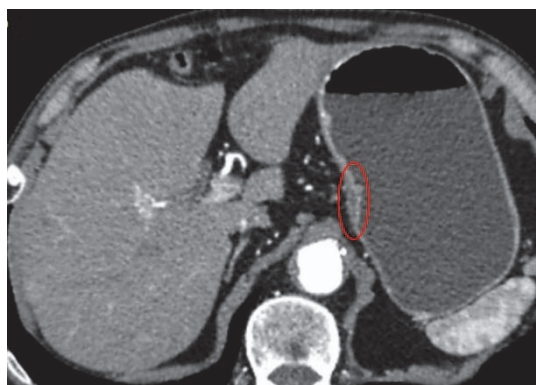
МСКТ, артериальная фаза контрастирования, аксиальная проекция, трехслойная структура стенки желудка в норме (красный овал)
